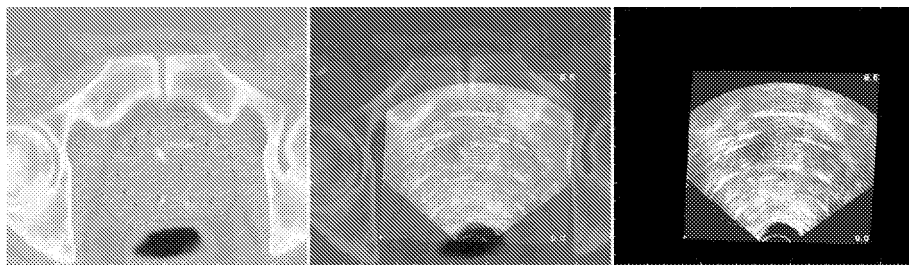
Axialer Schnitt durch das CT (links) bzw. U/S (rechts) Volumen nach Registrierung. Das mittlere Bild stellt die Fusion der beiden Volumina dar. Desweiteren sind die im CT Datensatz eingezeichneten Konturen der Urethra und der Prostata sichtbar, welche in den 3D U/S Datensatz übertragen werden.
